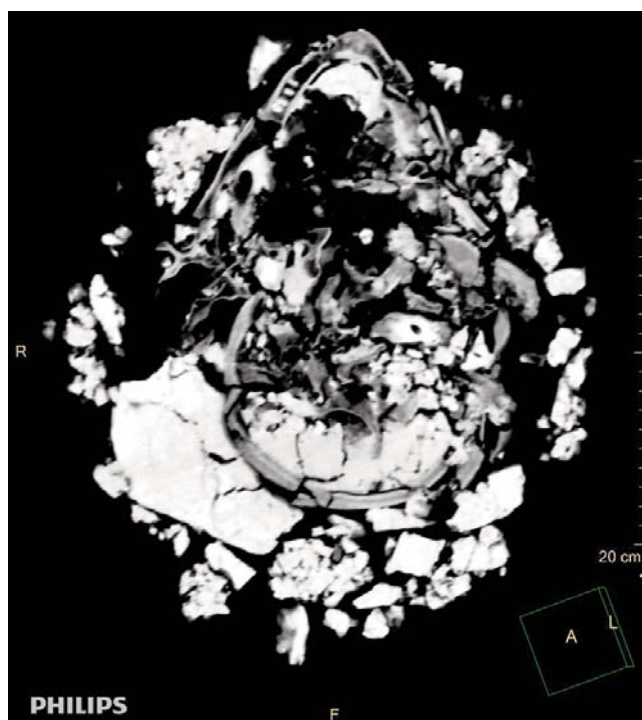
КТ монолита черепа. Низкой костной плотности элементы костей лицевого и мозгового черепа с неотделимым почвогрунтом
